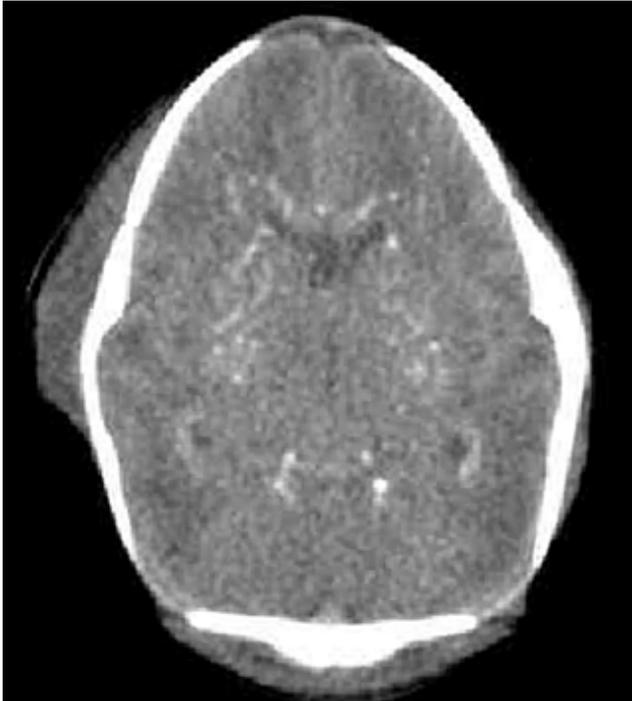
Brain CT scan reveals bilateral, widespread focal cerebral calcifications, chiefly in the basal ganglia and periventricular white matter. Scalp swelling is seen in the right frontotemporal region.
